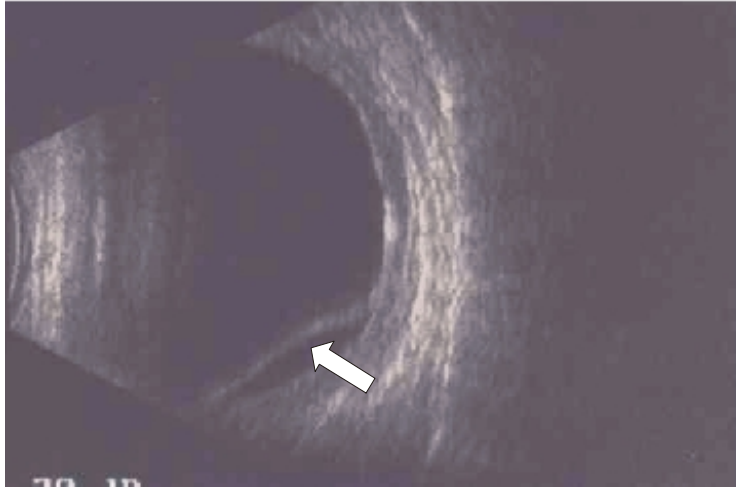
Ecografía B : Síndrome de Vogt-Koyanagi-Harada
